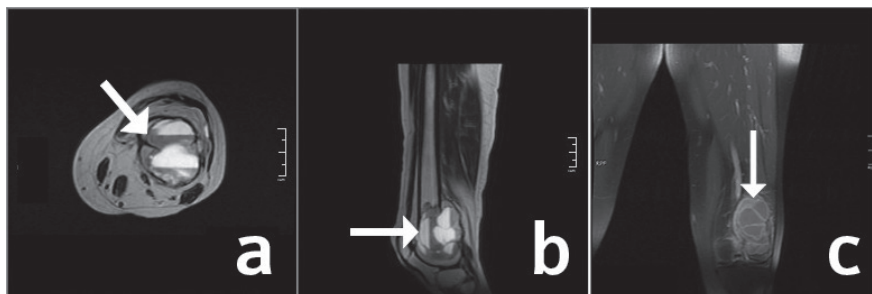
RM plano axial T2 frFSE, plano sagital T2 frFSE, plano coronal T1 FSE (a, b, c) Se observa lesión expansiva de fémur distal con abombamiento cortical posterior y múltiples cavitaciones con nivel hemático en su interior sin reacción perióstica ni cambios inflamatorios en tejidos blandos.
